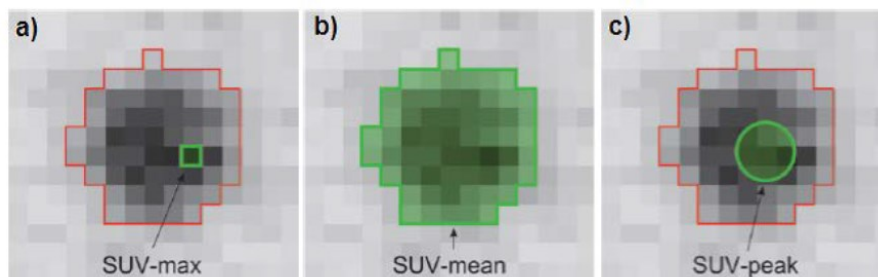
Methoden zur SUV-Quantifizierung (Rankine, 2013)
